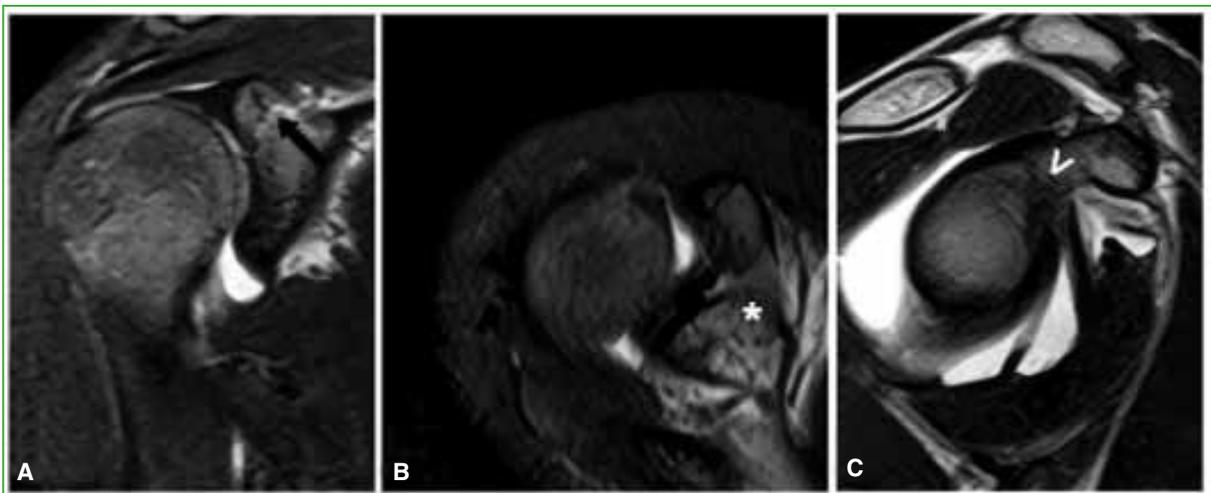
Resonancia magnética de hombro derecho, corte coronal con técnica STIR (A); corte axial con técnica STIR (B); corte sagital en secuencia T2 (C). Se observa el centro de osificación secundario de la coracoides (indicado con ↑, * y >, respectivamente), que se extiende hacia la placa de crecimiento entre la base de la coracoides y la escápula, y presenta una intensidad similar a la del resto del hueso escapular.
